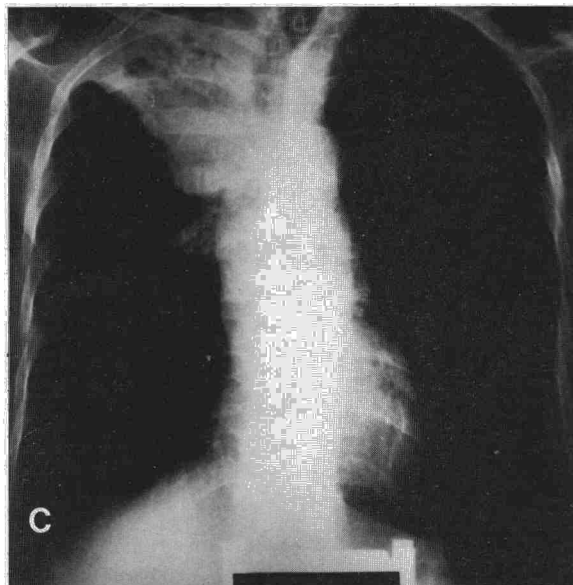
C. Un año después. Radiografía compatible con carcinoma central del lóbulo superior derecho.
